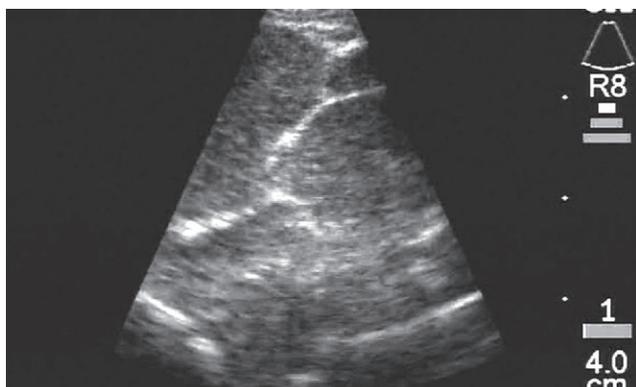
УЗИ. Лимфогранулематоз.
